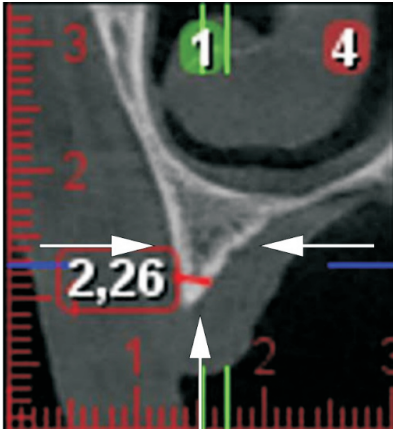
Corte paraxial de una tomografía computada en el que se observa la reabsorción centripeta (en alto y en ancho) del reborde maxilar en la zona canina.
